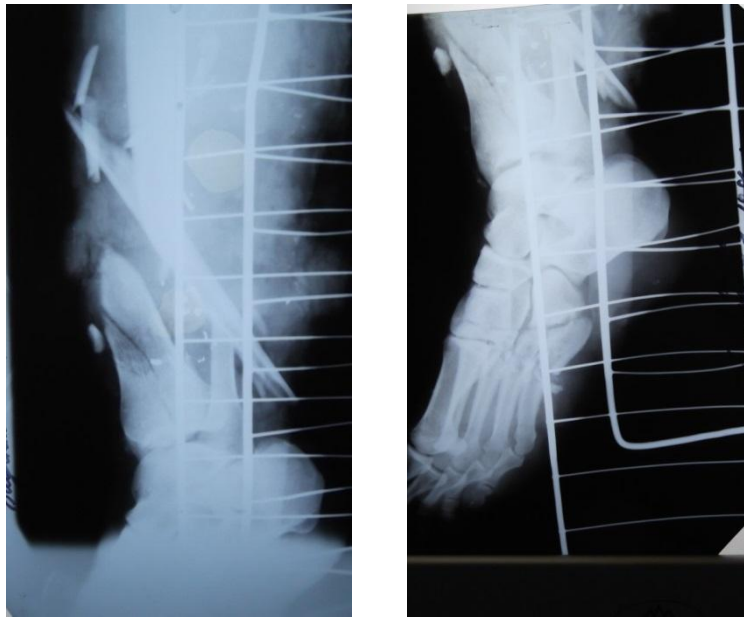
Рентгенограммы голени и стопы раненого с МВР
